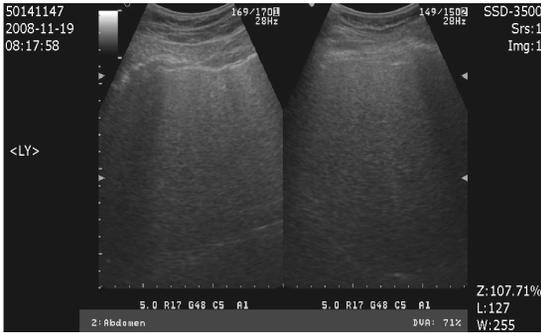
The Sonography of NAFLD at 2008.11.19
